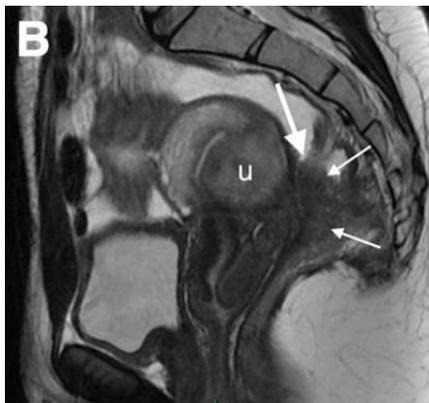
Image d'IRM pondérée en T2 montrant une lésion hypointense (flèche) juste derrière l'utérus (U), mettant en évidence une endométriose rectosigmoïdale du côlon.
